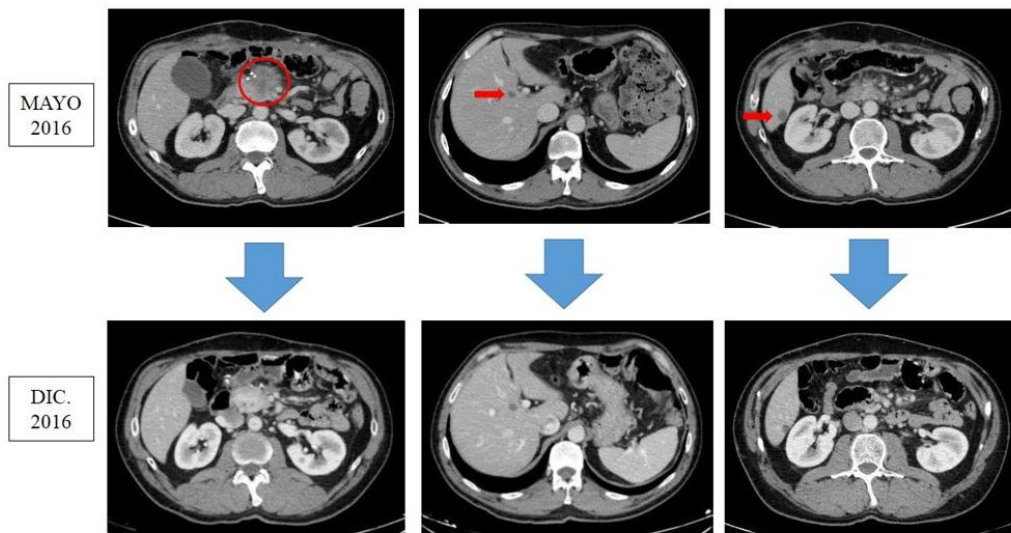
respectivamente. Imágenes de TC con cortes equivalentes que muestran una masa ganglionar peripancreática rodeando el eje vascular celiaco (círculo rojo) y dos nódulos hepáticos hipodensos (flechas rojas) (imagen 1,2 y 3) correspondientes a metastásis; Respuesta parcial en las dos lesiones hepáticas y práctica desaparición de la masa ganglionar peripancreática (imagen 4,5 y 6).
